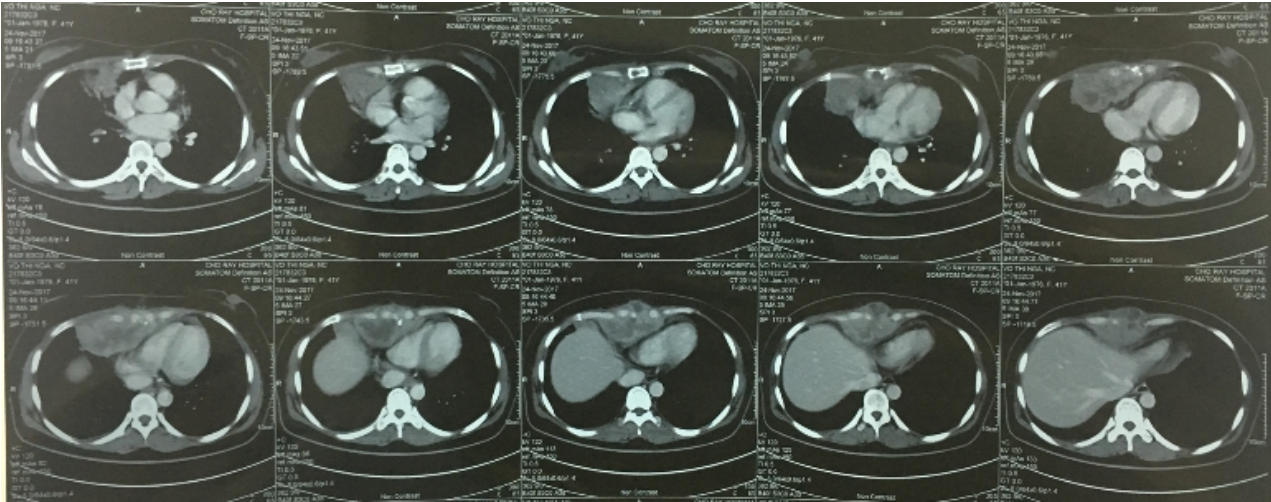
Case 4. CT scan show lung cancer tumor which invaded chest wall and lower part of sternal bone.
